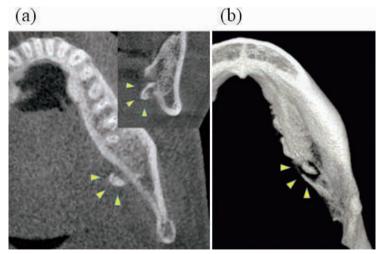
入院時 CBCT. (a) 水平断および前額断. 迷入歯根はわずかに抜歯窩 方向へ後戻りしている (矢頭). (b) 3D-CT. 迷入歯根は舌側皮質骨穿 孔部に近接している (矢頭).
